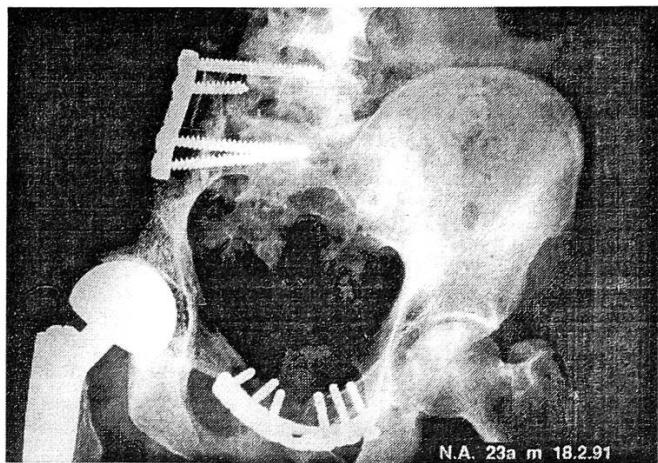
Рентгенограмма больного 23 лет после резекции правой половины таза по поводу саркомы Юинга с замещением дефекта аллотрансплантатом в сочетании с эндопротезированием тазобедренного сустава однополюсным протезом. Неудача операции из-за развития инфекции спустя 4 мес.
